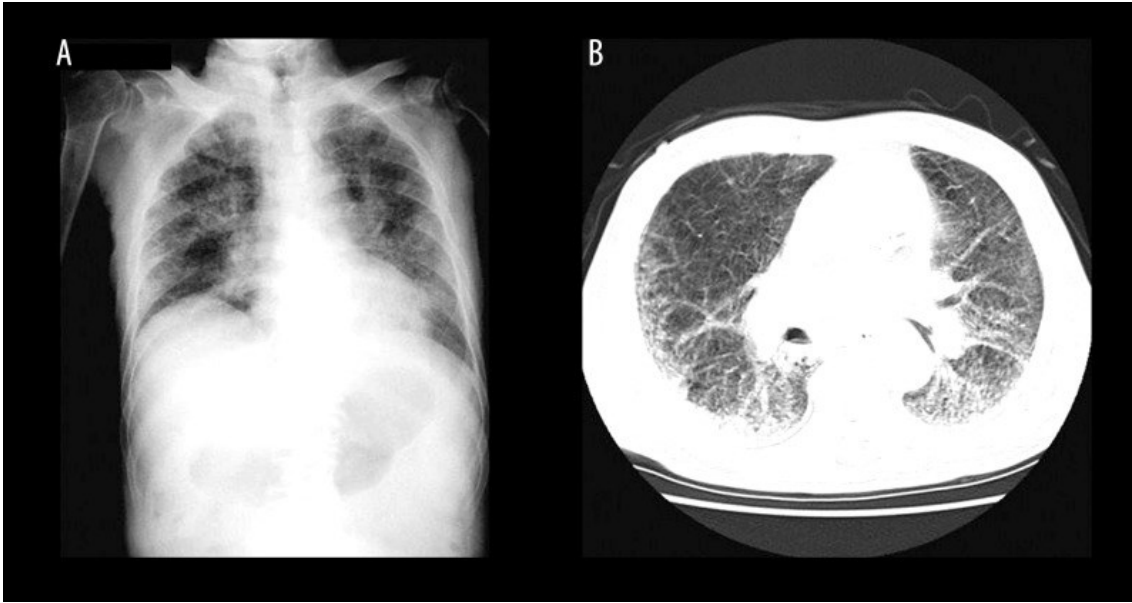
Radiography of the chest showing diffuse ground glass shadow (A) and computed tomography scan of the lungs showing diffuse pneumonic infiltration (B).
